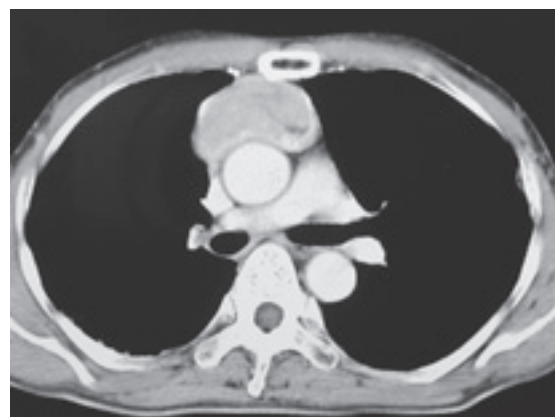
Chest CT showed an anterior mediastinal mass, which was surgically removed and diagnosed as thymoma.
